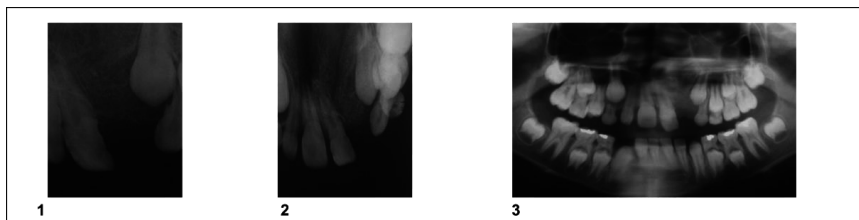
Imagens radiográficas pós-operatórias da região de fissura (1 – Radiografia periapical; 2 – radiografia oclusal; 3 – radiografia panorâmica).
